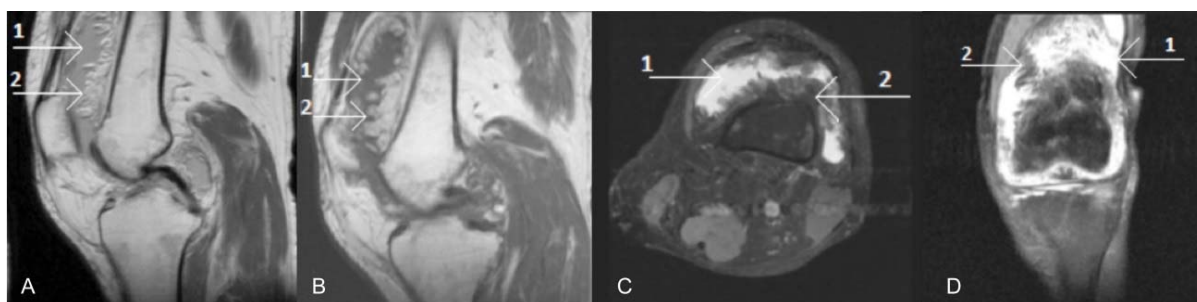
Ressonância Magnética do joelho esquerdo. (A) - imagem sagital T1 DP-FSAT; (B) - imagem sagital T1; (C) - imagem axial DP-FSAT; (D) – imagem coronal DP-FSAT. Imagens: demonstram volumoso derrame articular (setas brancas 1) e proliferação sinovial irregular (setas brancas 2) que podem sugerir deposição de gordura.
